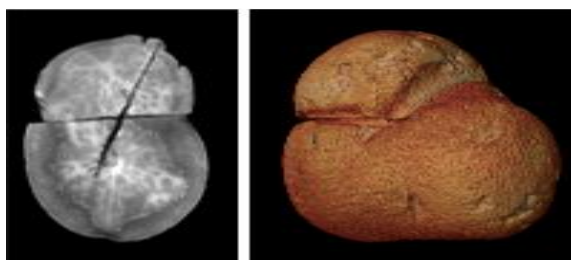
IRM T2w du fantôme avec trace d'implantation DBS et reconstruction 3D
